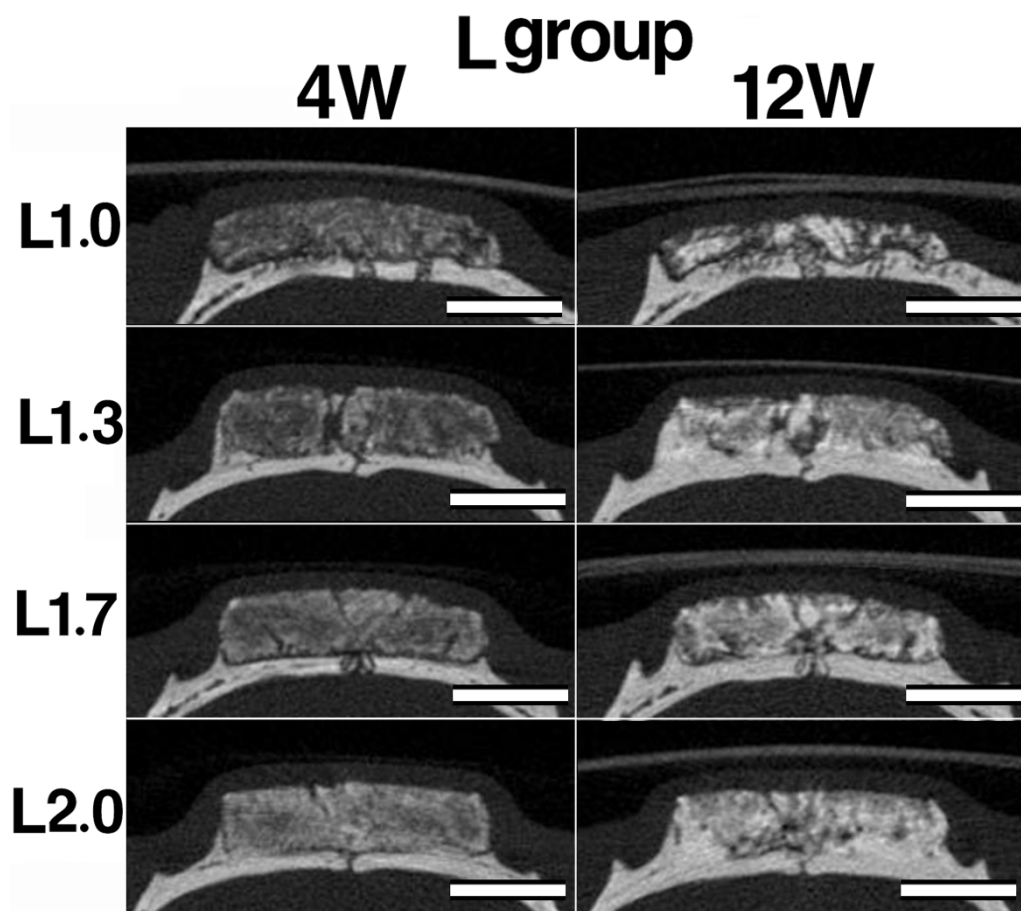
L群の埋入後4，12週時のマイクロCT像
